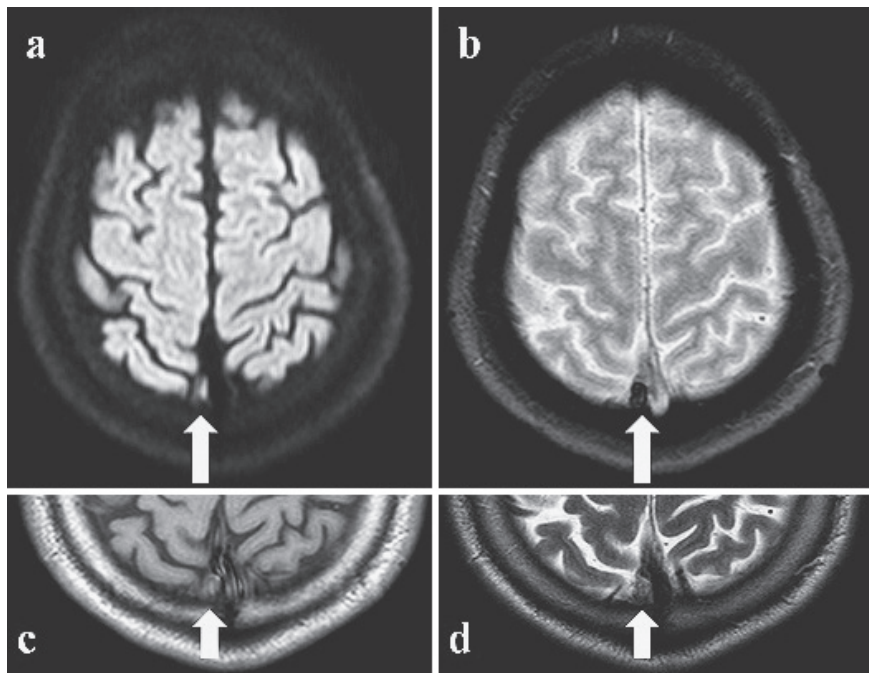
Images of the patient. (a) Thrombus was retrospectively detected on admission as high signal intensity in diffusion weighted image (DWI) (Axial, 1.5T; TR 3,594 msec, TE 52 ms, b value = 1,000 sec/mm²); (b) low signal intensity in T₂ star weighted image (TR 700 ms, TE 23 ms); (c) iso signal intensity in T₁ weighted image (TR 697 ms, TE 14 ms); (d) iso signal intensity in T₂ weighted image (TR 700 ms, TE 23 ms).
